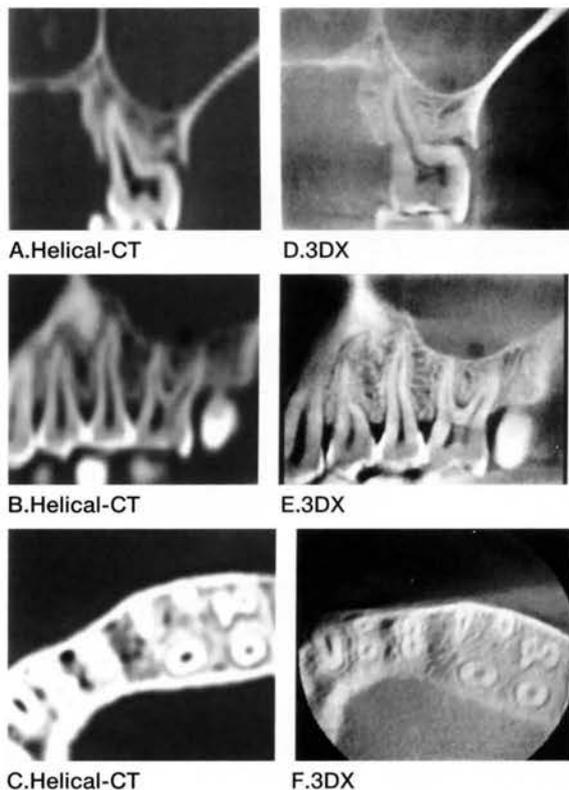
(A-F). ヘリカルCTと3DXによる上顎第一大臼歯部のX線像
